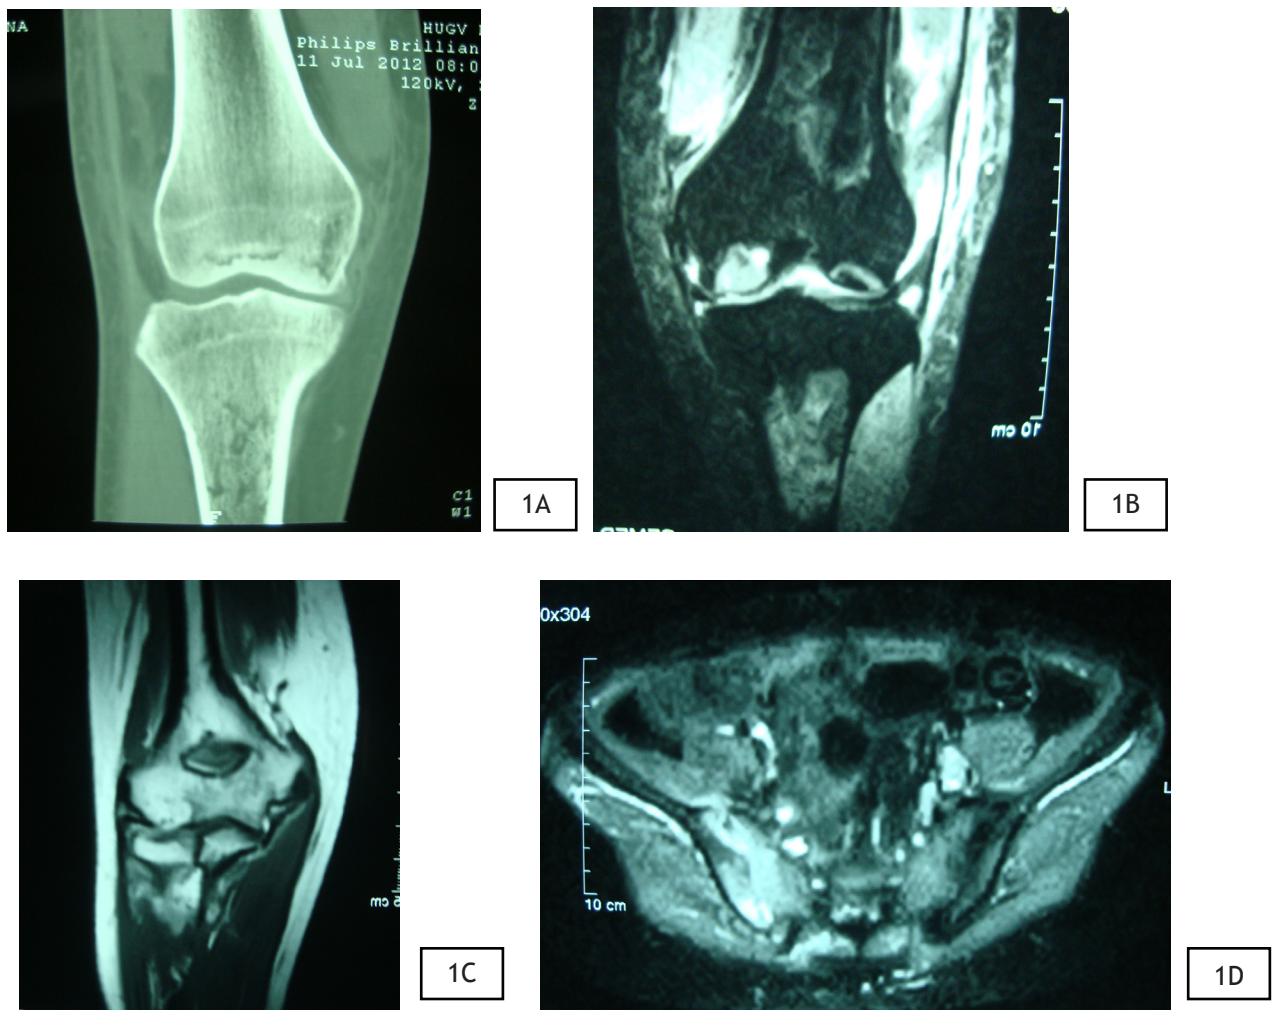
TC de Joelho Direito: Múltiplas rarefações em tíbia proximal e fêmur distal. 1B: RNM de Joelho Direito: Áreas focais císticas/necróticas de permeio, envolvendo o terço distal do fêmur e proximal da tíbia e derrame articular com espessamento irregular da sinóvia. 1C: RNM de Cotovelo Esquerdo: Alteração de sinal na medula óssea de extremidade distal do úmero, rotura de sua cortical anterior comunicando-se com o espaço articular com leve infiltração das porções do bíceps e tríceps adjacentes. 1D: RNM de Quadril: Sacroileíte à direita, derrame articular coxo-femural bilateral, infiltração edematosa dos músculos íleo-*ps*oas, glúteo máximo, vastos lateral e intermédio à direita.
